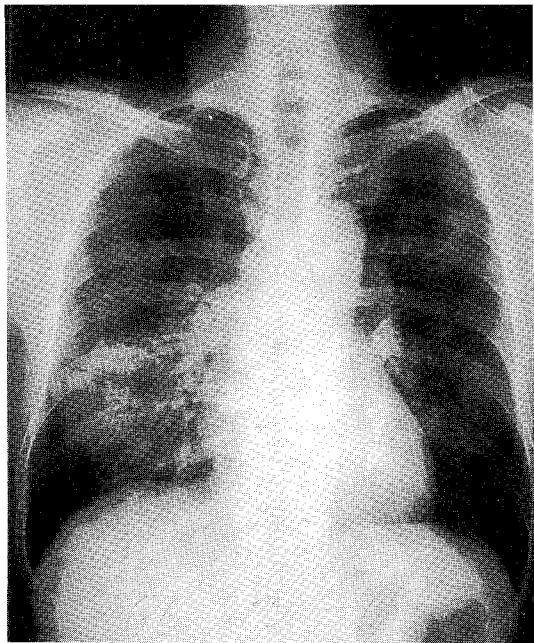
A. Chest X-ray finding showing numerous fine nodular densities in both lungs.
